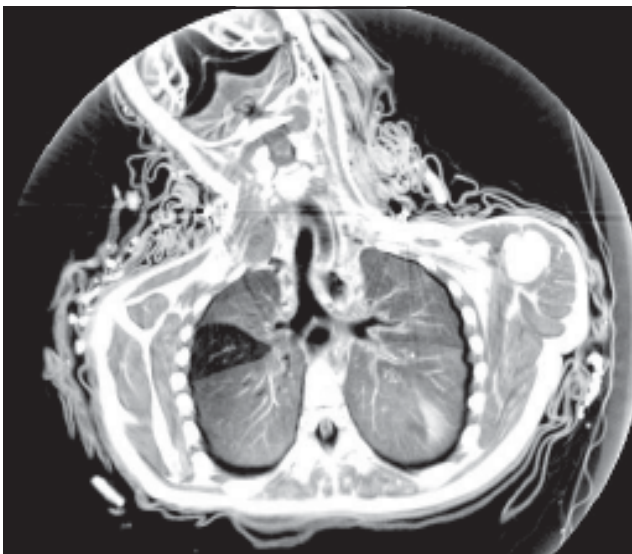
TC coronal de tórax de La Doncella. Se aprecia con nitidez la tráquea y los bronquios principales. Ambos pulmones están expandidos. En el lóbulo superior derecho se visualiza una imagen triangular hipodensa correspondiente a atrapamiento aéreo. (Reproducida con autorización de Am J Roentgenol).
